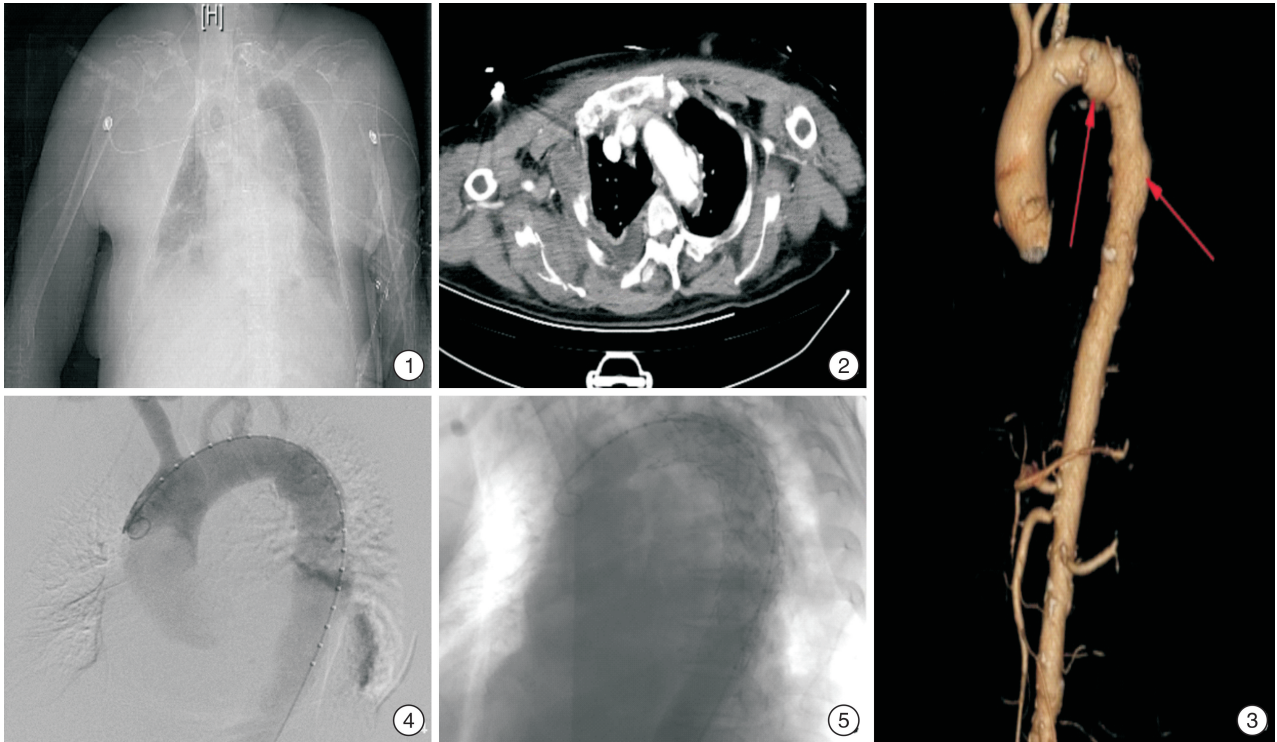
急诊X线胸片 提示主动脉增宽,右侧胸腔多发肋骨骨折,右侧锁骨、肩胛骨、多发肋骨及部分椎体附件骨折;图2 急诊增强CT 提示右胸壁塌陷,升主动脉及主动脉弓周围弧形稍高密度影,主动脉弓部夹层形成,右侧颈根部、纵隔、胸壁软组织肿胀积气,纵隔脂肪间隙模糊,两侧液气胸,肺组织膨胀不全;图3 CTA主动脉三维重建成像 提示主动脉壁间血肿(箭头所示);图4 TEVAR术 置入导丝及导管至升主动脉,并标记破口位置及距离;图5 置入并释放支架,造影可见主动脉支架完全打开,主动脉腔内隔绝满意
